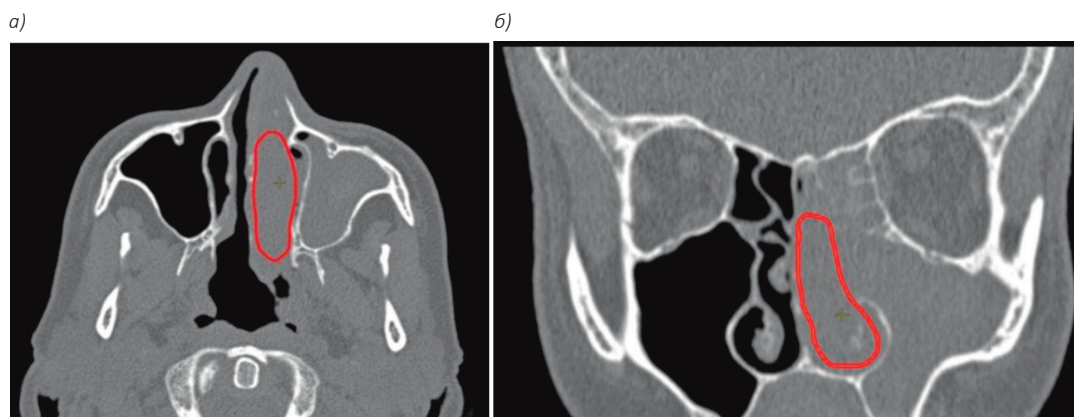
КТ-картина гемангиомы левой половины носа и околоносовых пазух (красным цветом отмечены границы новообразования): а — аксиальная проекция; б — фронтальная проекция
